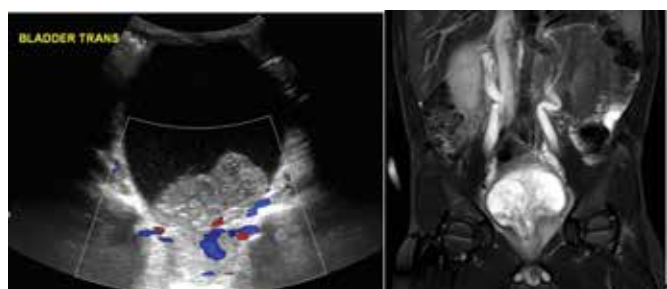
Rabdomiossarcoma embrionário da bexiga urinária em crianças. (a) Corte longitudinal com Doppler colorido da bexiga mostra uma massa multilobulada com vascularização interna. (b-d) massa é a base da bexiga. (e) lesão semelhante de outro paciente. (f) lesão lobulada tem alta intensidade de sinal.⁴
